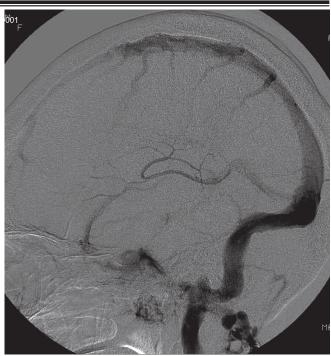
Больная М., 68 лет. Компьютерная томография (слева) — ишемический инсульт. Церебральная ангиография (справа) — «клапанный эффект» в бассейне большой вены головного мозга (вены Галена).
